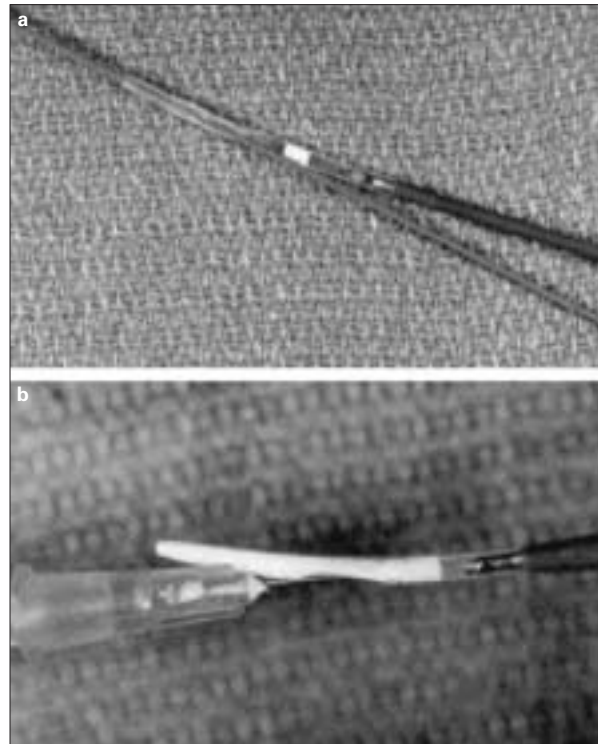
El IVUS actual se compone de imágenes ecográficas en modo B sin posibilidades de color y efecto Doppler. Se trata de un transductor acoplado a la punta de un catéter giratorio que se desplaza por un sistema monorraíl (a), el cual debe ser cebado con suero fisiológico antes de su empleo (b).
